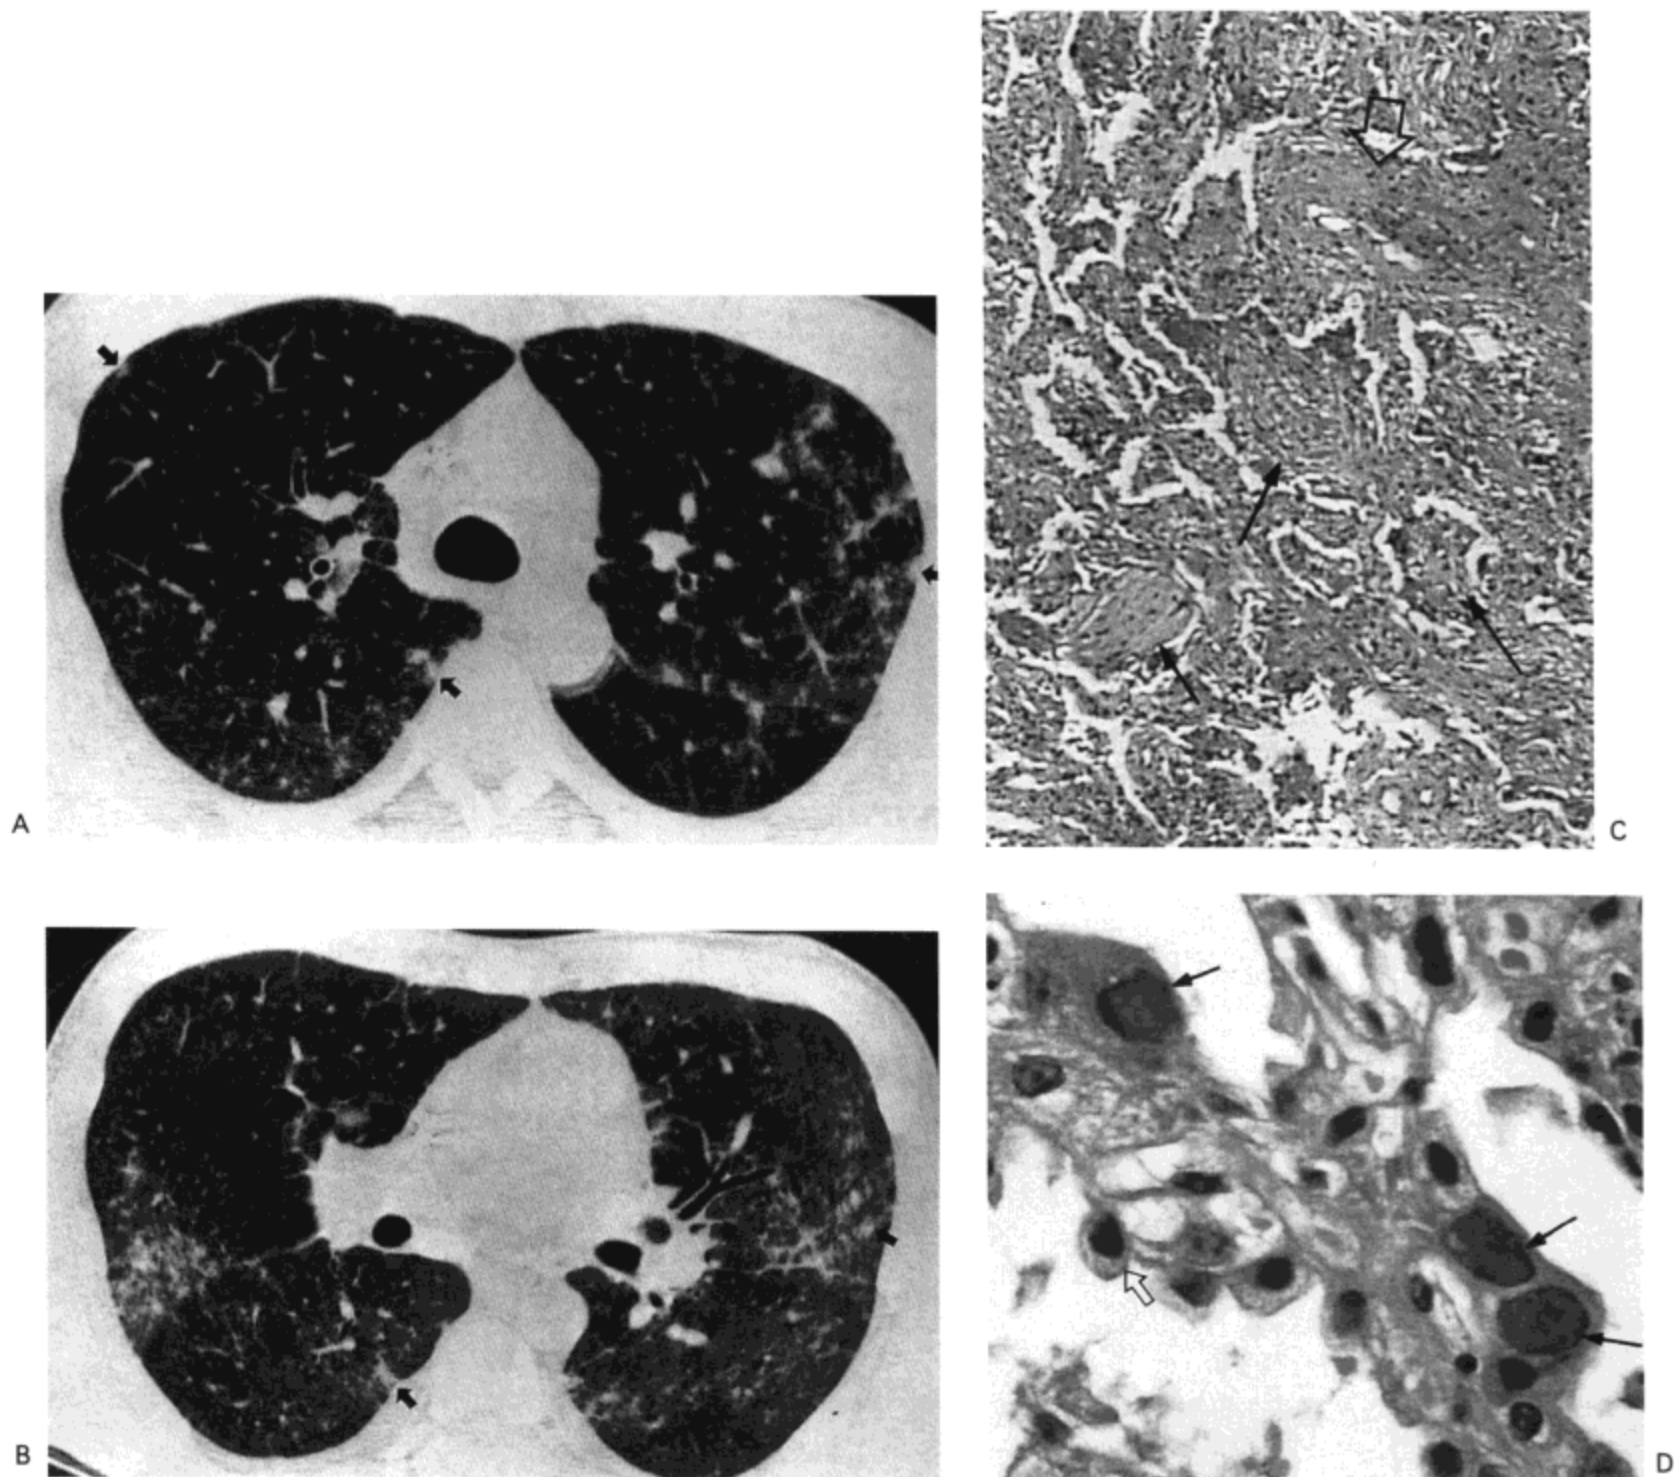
巨细胞病毒肺炎。A, B: 奇静脉弓水平 (A) 与中间支气管水平 (B) 的高分辨率CT影像 (1.0mm层厚) 示双侧磨砂玻璃影与界限模糊的小结节 (箭号)。还可见右侧少量胸腔积液。C: 活检标本光镜显微照片示中度间质纤维化与慢性炎症 (空箭号) 以及一些含气间隙内的成纤维组织块 (实箭号)。D: 高倍镜显微照片示数个大型细胞内含核内病毒包涵体, 符合巨细胞病毒 (实箭号)。(请与增生的2型肺细胞比较大小 [空箭号]) 病人为一28岁急性骨髓性白血病的男患者。
